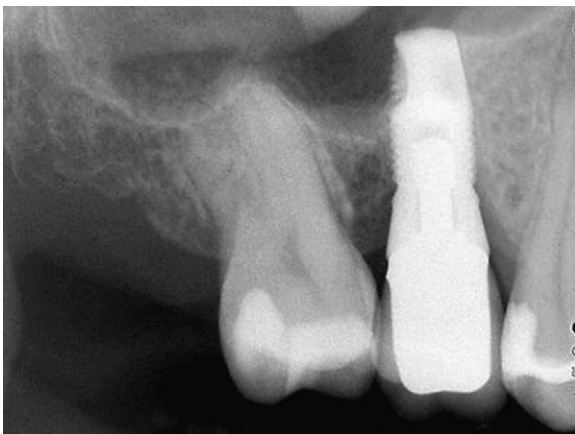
Contrôle radiographique à cinq ans montrant la stabilité du résultat avec une perte osseuse marginale ne dépassant pas la première spire.
